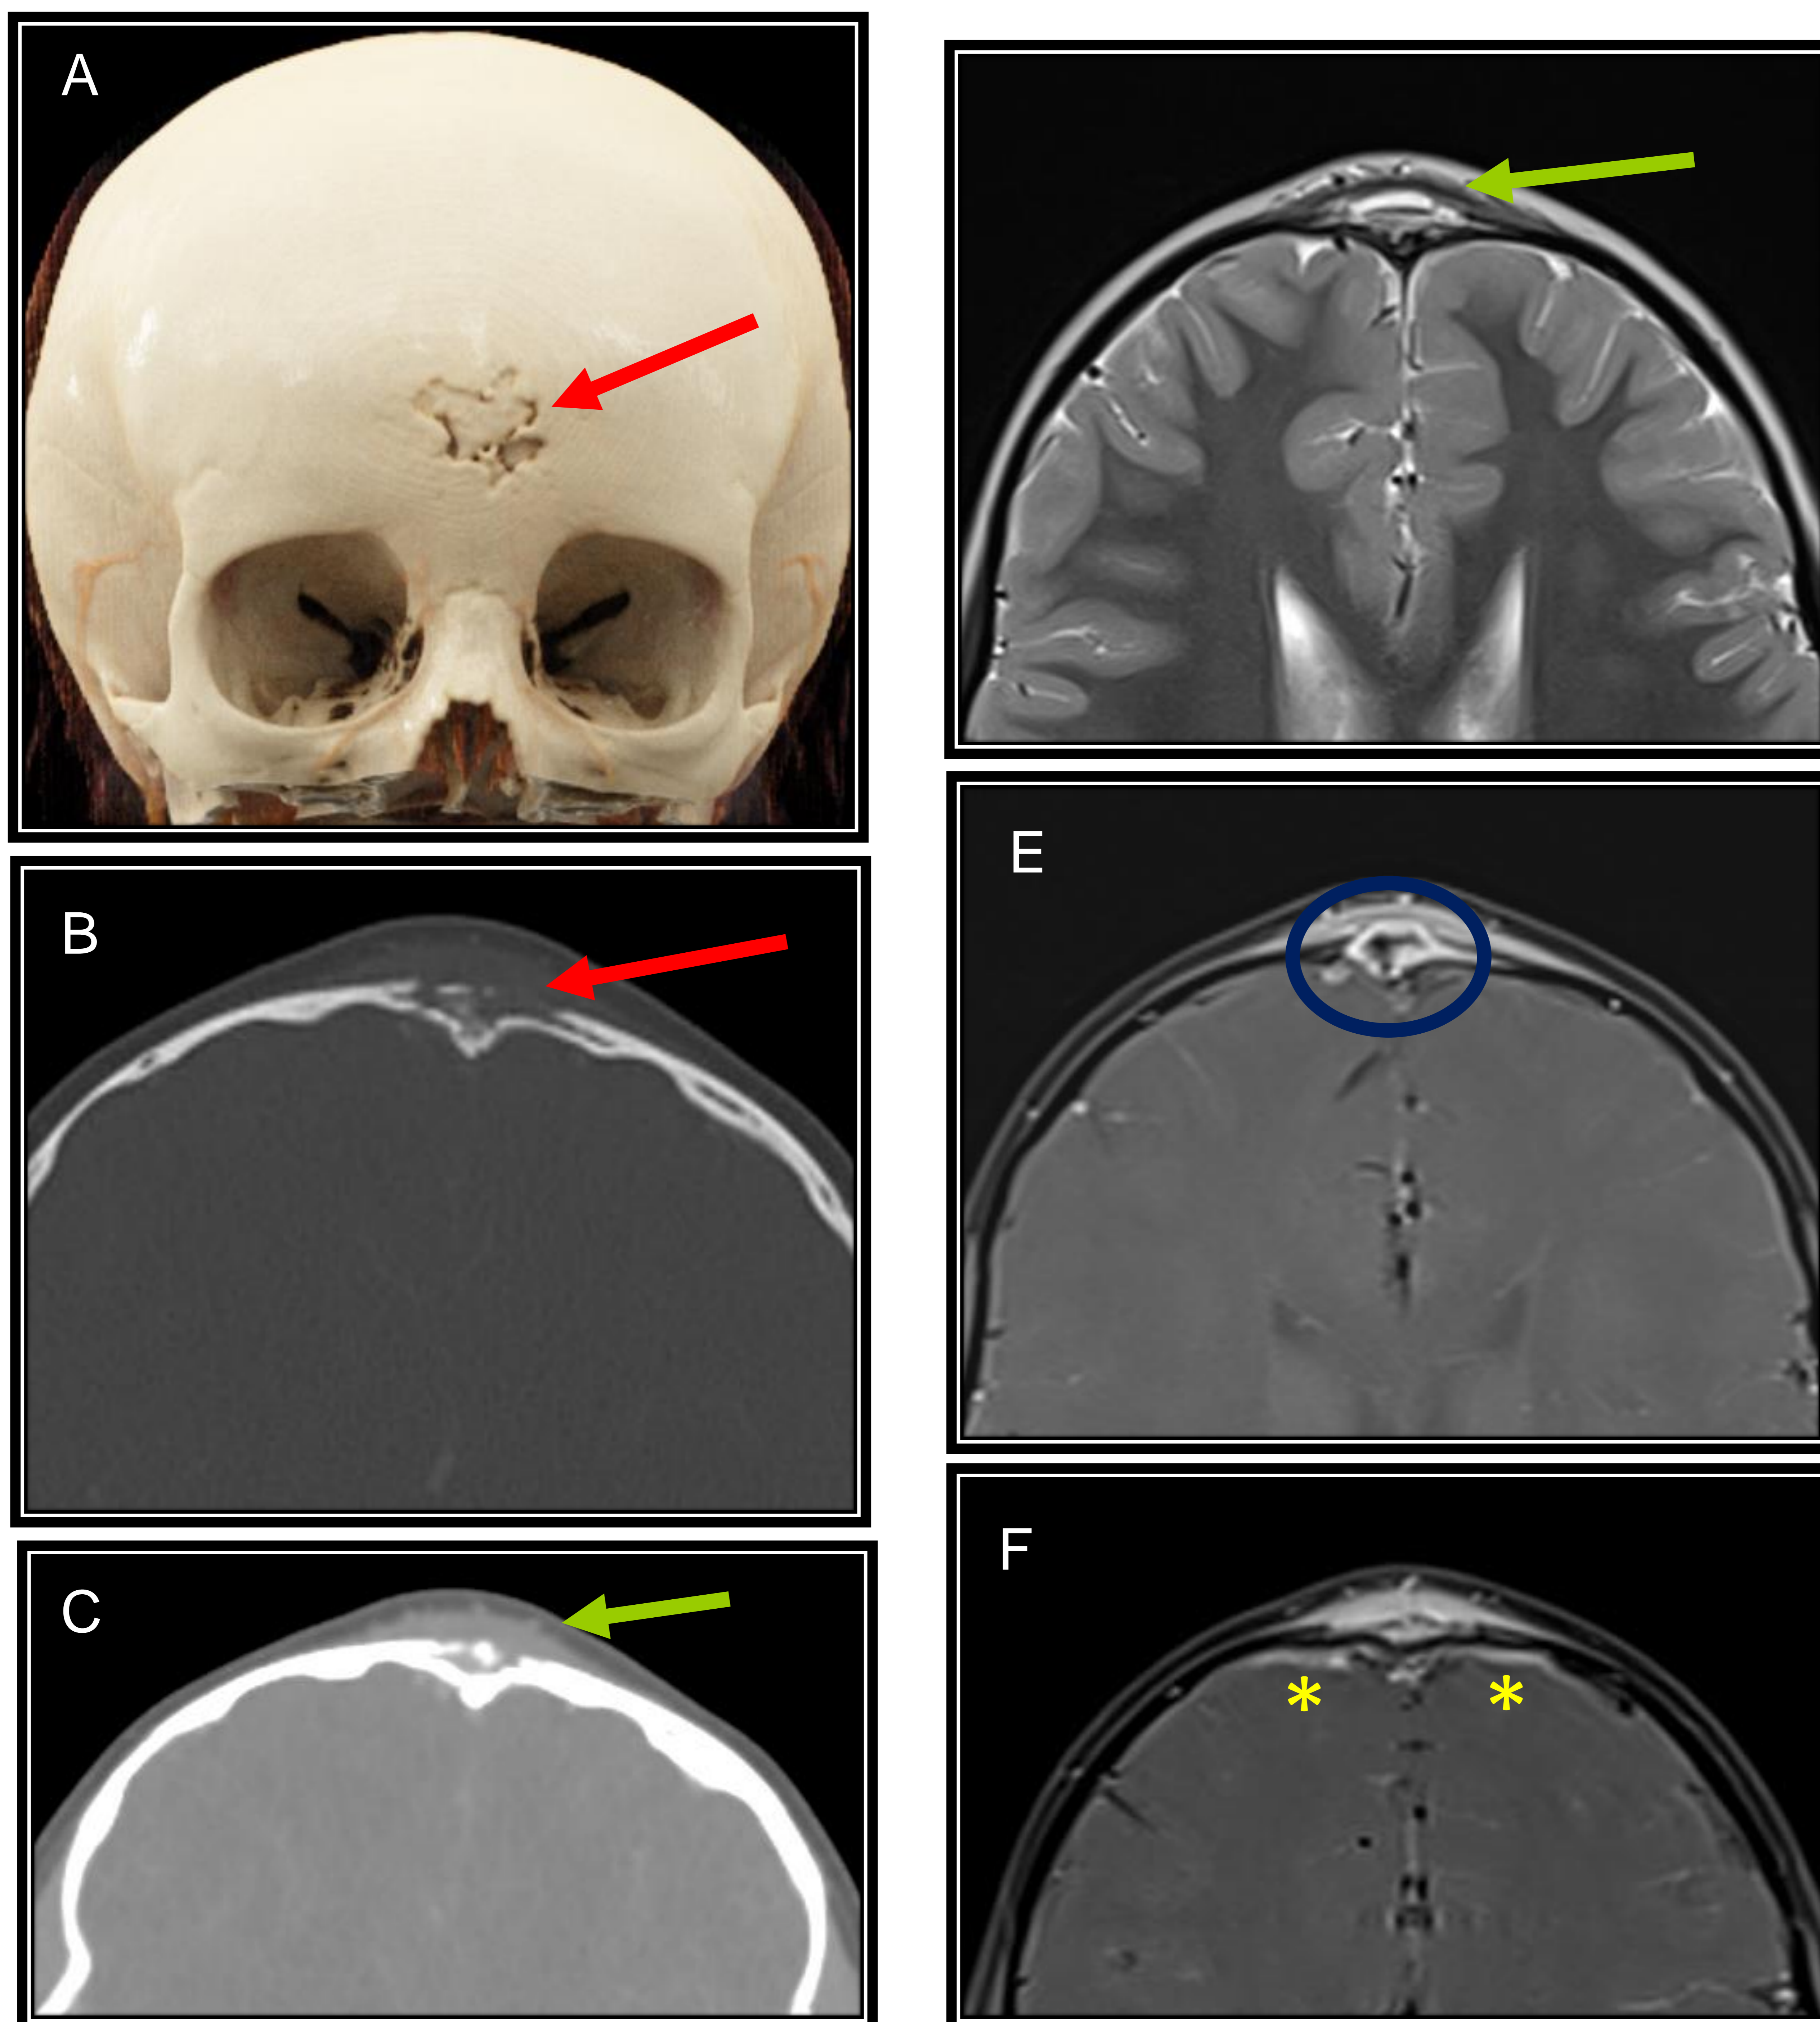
TC de senos paranasales con contraste intravenoso. Reconstrucción 3D (A) y cortes axiales en ventanas ósea (B) y de partes blandas (C). RM de cráneo. Secuencias T2 (D) y secuencias postcontraste (E y F). Aumento de partes blandas en línea media frontal (flechas verdes), con focos de erosión ósea de predominio en la tabla externa (flechas rojas), con pequeño absceso subyacente (elipse) y realce meníngeo lineal asociado (asteriscos).
